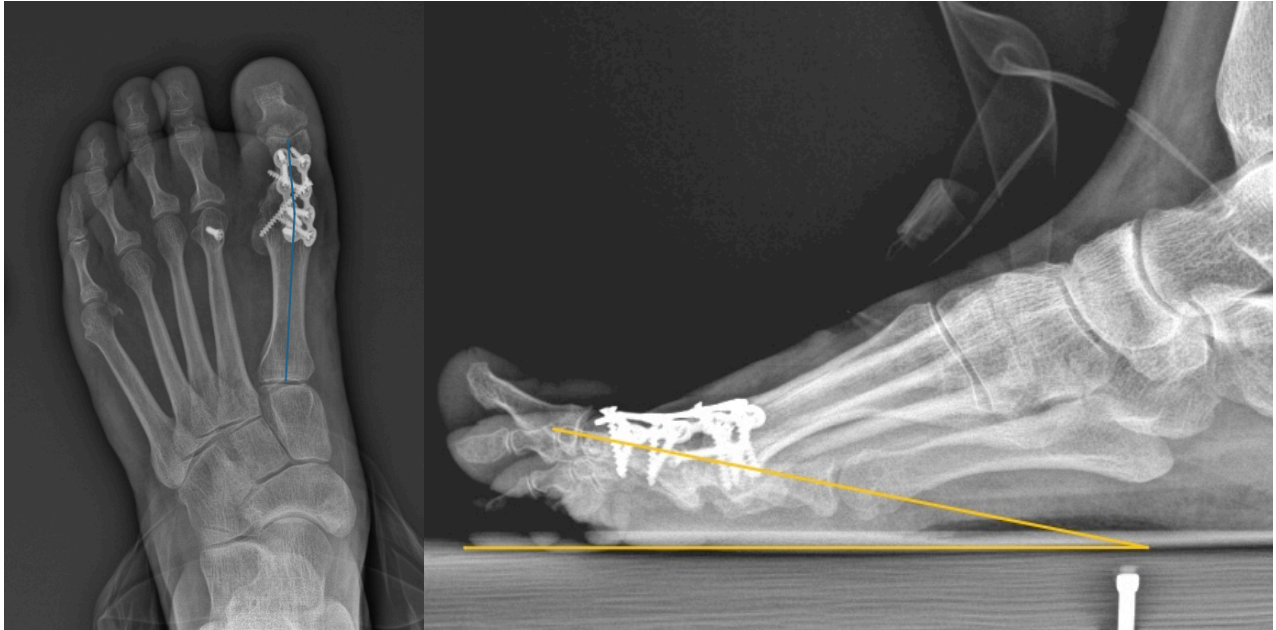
Radiografías dorso plantar y lateral con apoyo de artrodesis metatarso falángica con placa en red dorsal más tornillo interfragmentario.
